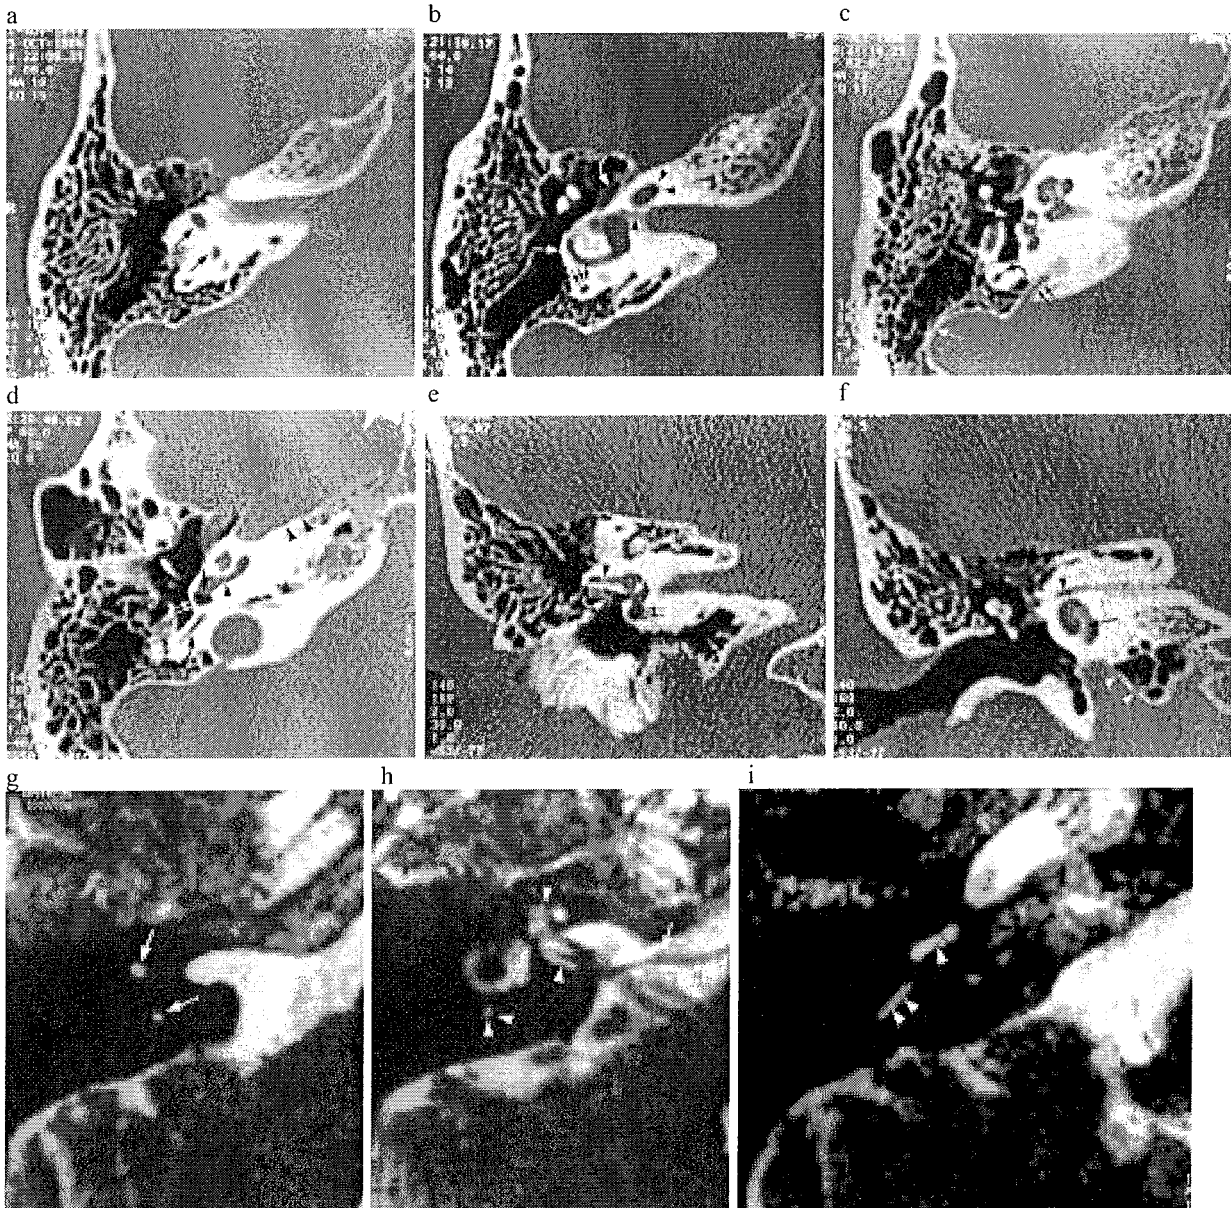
Anatomie normale. TDM (A-F), IRM (G-I).
